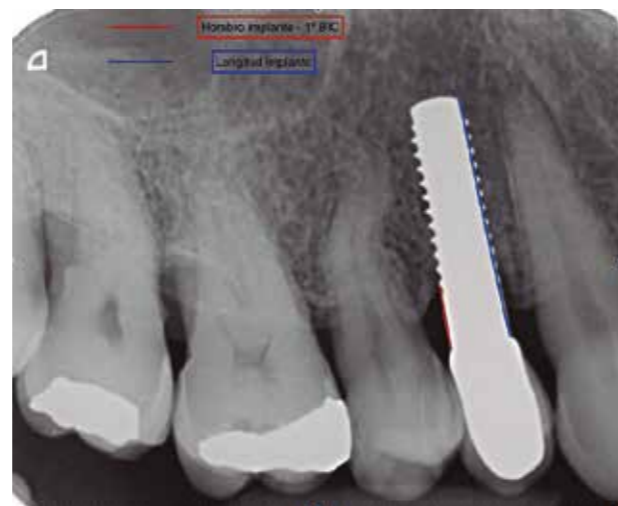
Descripción cálculo de POM en las radiografías.
